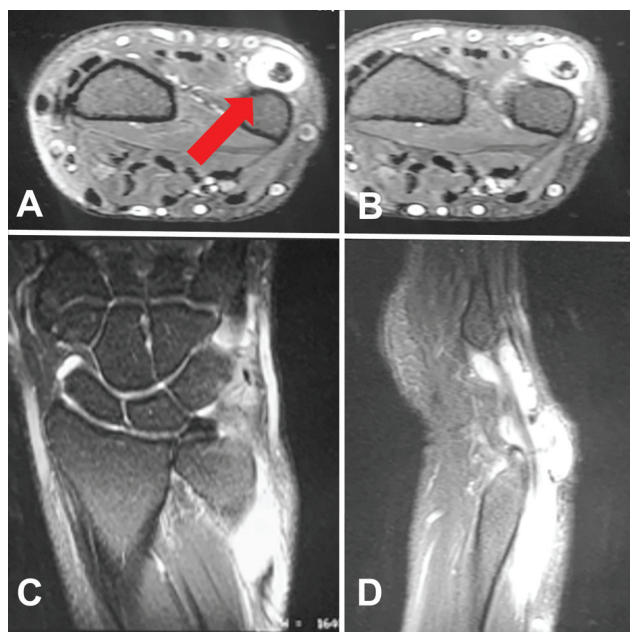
Las imágenes de RM demuestran tenosinovitis del ECU (flecha roja) con poca afectación intraarticular. Vistas transversal (A y B), coronal (C) y sagital (D).
